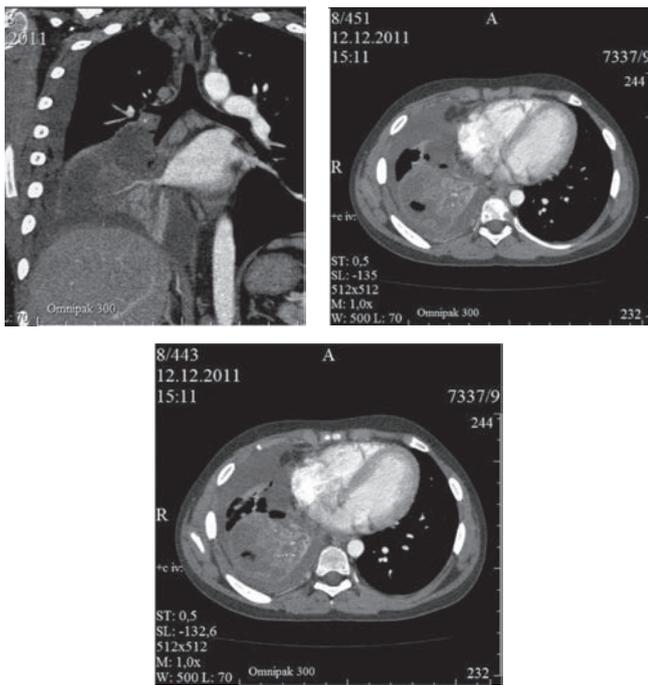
МСКТ легких в режиме ангиографии через 2 месяца после постановки диагноза ИМ
